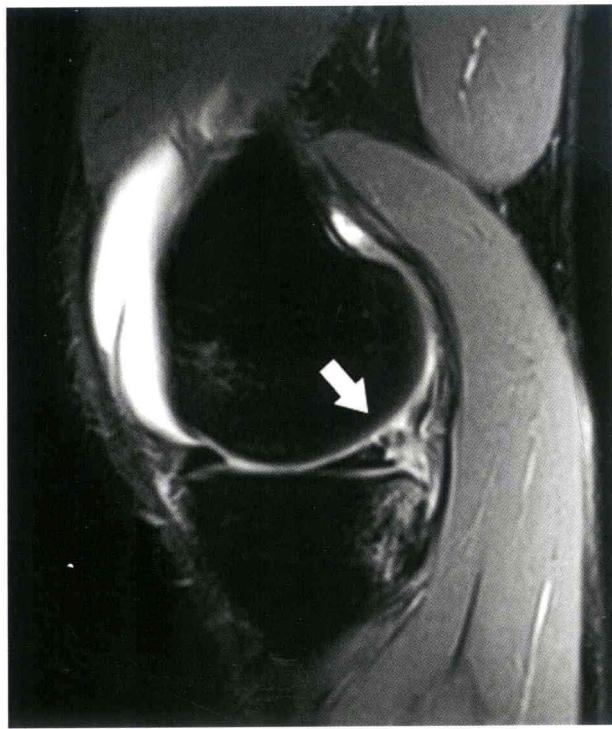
术前MRI检查，矢状位，质子密度像，可见内侧半月板后角Ⅲ级信号（白色箭头所示）
